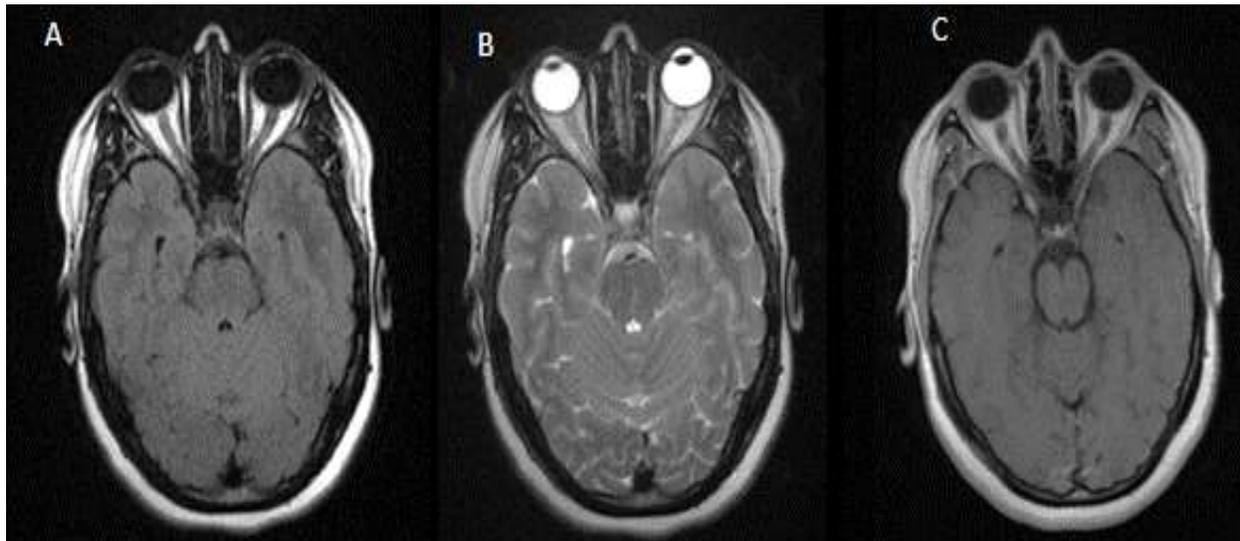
IRM cérébrale coupe axiale Flair (A) , T2(B), T1 injectée (C) objectivant un hypersignal des deux nerfs optiques plus marqué à droite sans prise de contraste
